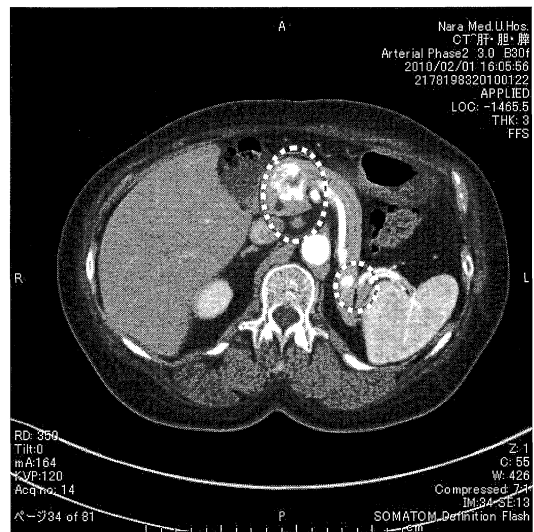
Abdominal CT showed tumors in the head and tail of pancreas(dotted circles).
